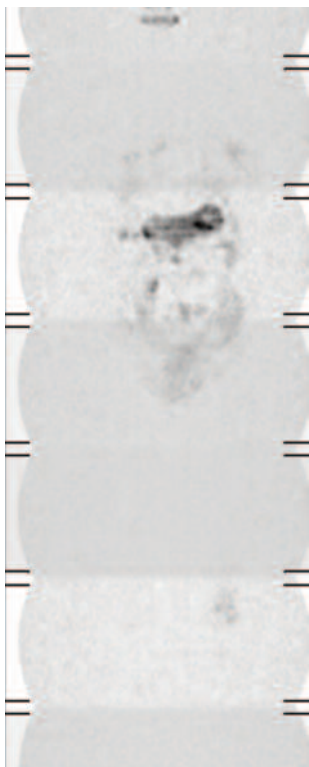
Immagine DWI whole-body coronale.
